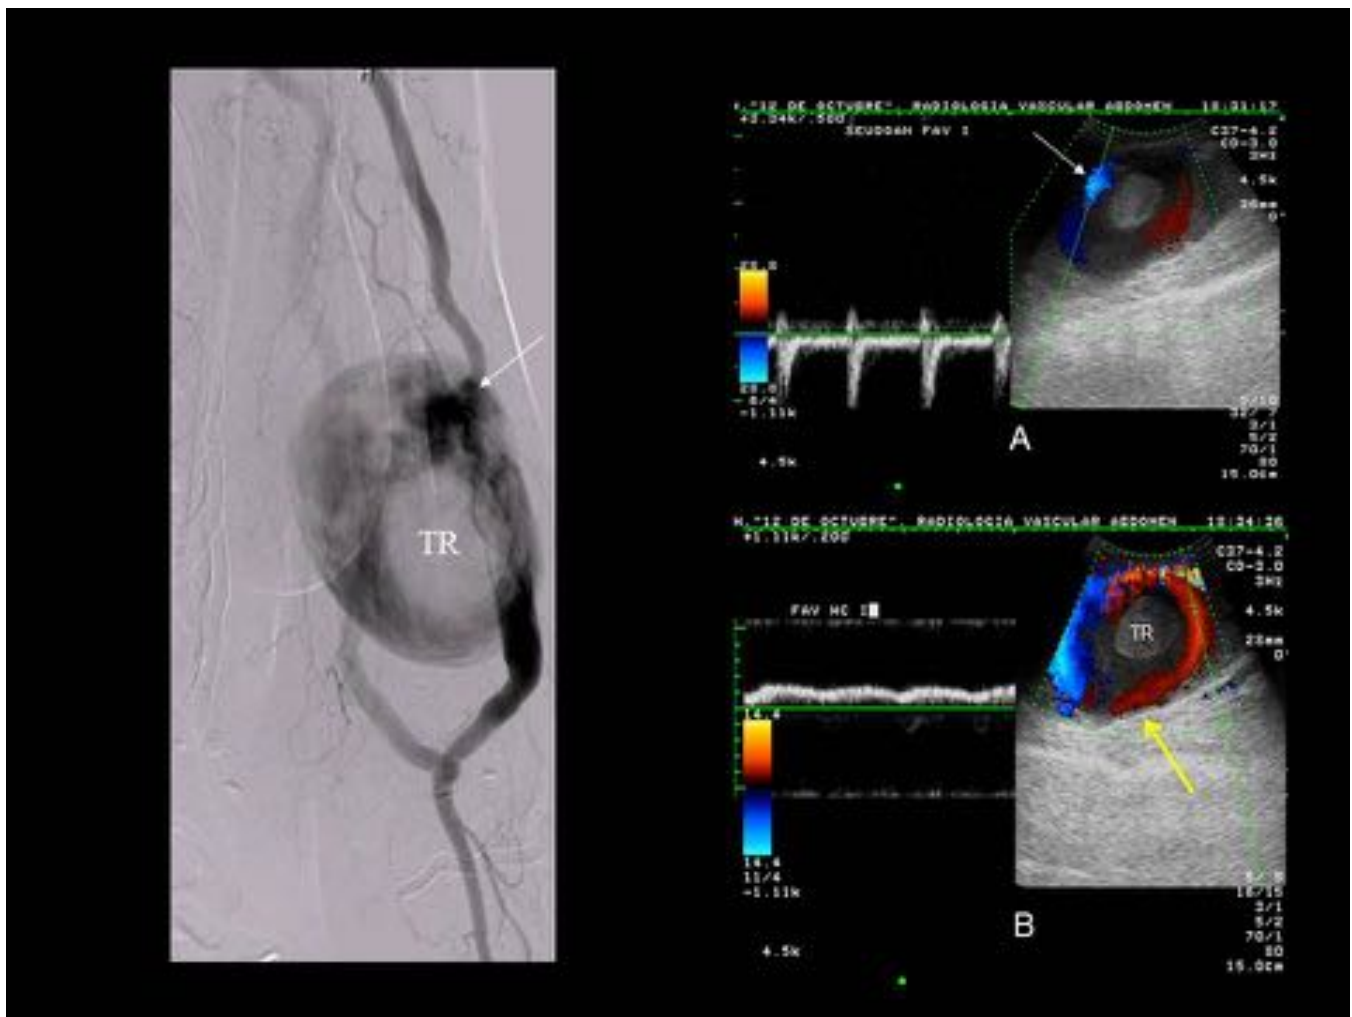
Pseudoaneurisma en vena cefálica. FAV nativa húmero-cefálica, con pseudoaneurisma dependiente de vena cefálica en zona de punción. En EDC, lesión perivascular con flujo con patrón en “yin-yang” y trombo en su interior (TR). El espectro en la región cercana al punto de comunicación (A) presenta un flujo pulsátil de entrada y salida típico. El espectro en otros puntos muestra un flujo continuo, algo pulsátil que gira alrededor del trombo (B). La arteriografía confirma los hallazgos del Doppler.
